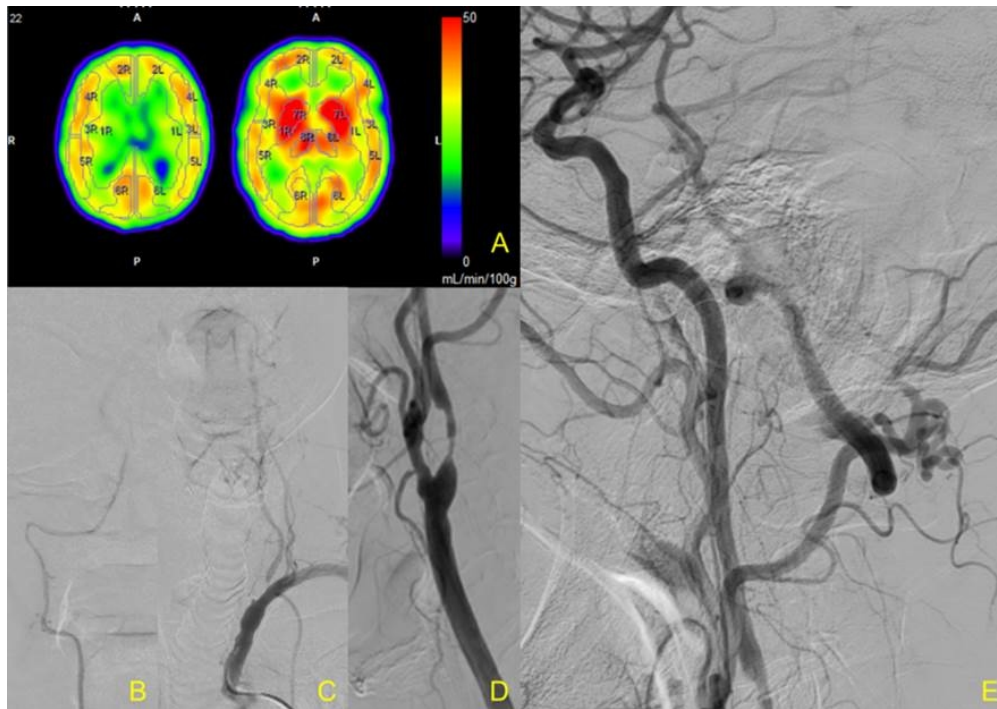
A: ¹²³I-iodoamphetamine-Single photon emission computed tomography (IMP-SPECT) imagings show no cerebral blood flow (mL/min/100g) laterality. B, C: subclavian angiograms show right vertebral artery hypoplasia and left vertebral artery origin stenosis. D, E: Left common carotid angiogram shows internal carotid artery stenosis and collateral flow of the left vertebral artery through the left occipital artery.
